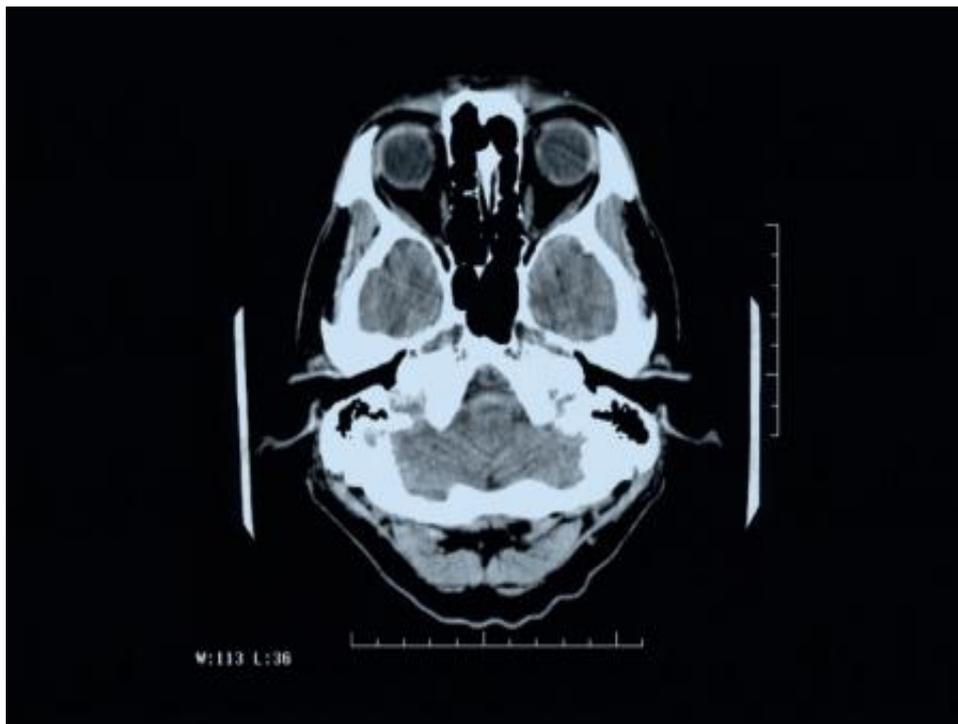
Imagem de RM apresentando moderada hipotrofia dos lobos temporais (1)
